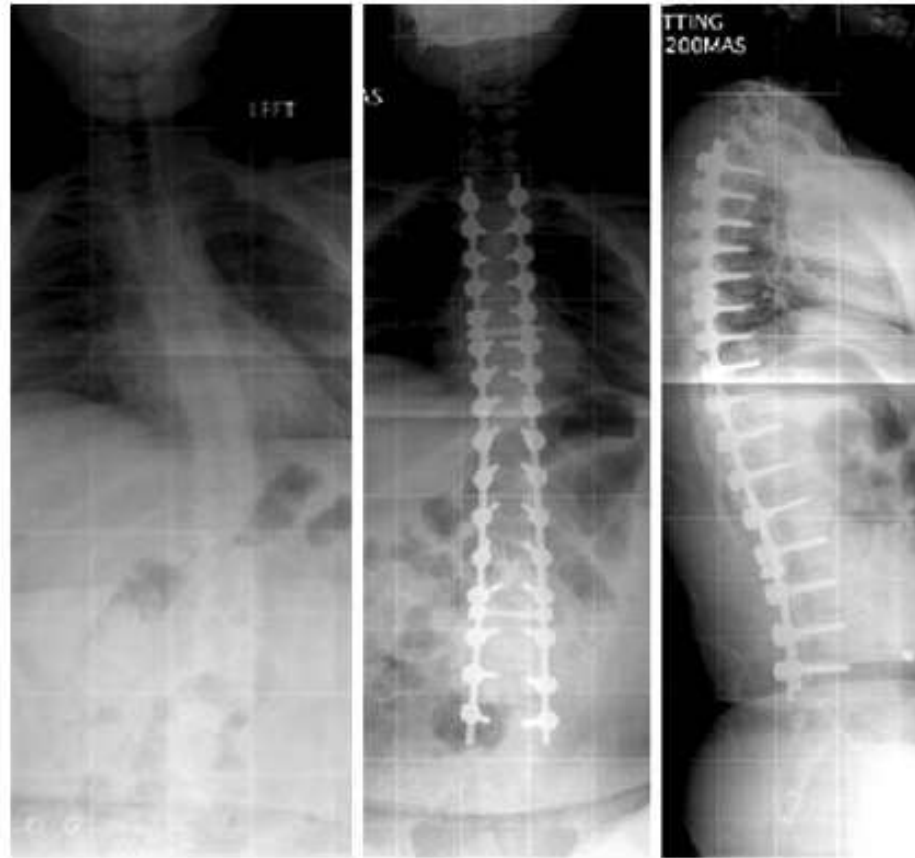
Plain radiographs showing pre-operative and post-operative radiographs in a DMD patient with scoliosis. Pedicle screw instrumentation has been used to achieve a good correction in this case. Notice the placement of pedicle screws at all levels and that instrumentation has been restricted to L5.
